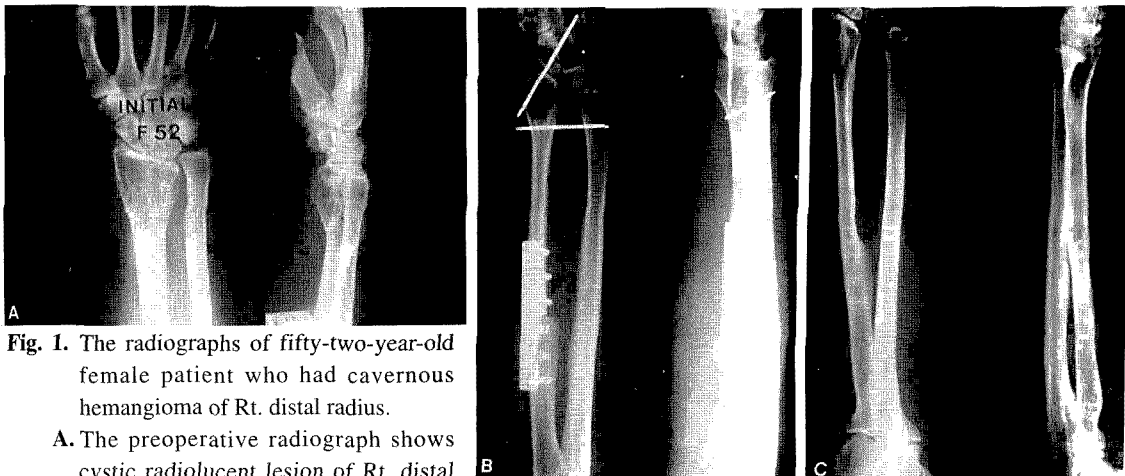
The radiographs of fifty-two-year-old female patient who had cavernous hemangioma of Rt. distal radius.
